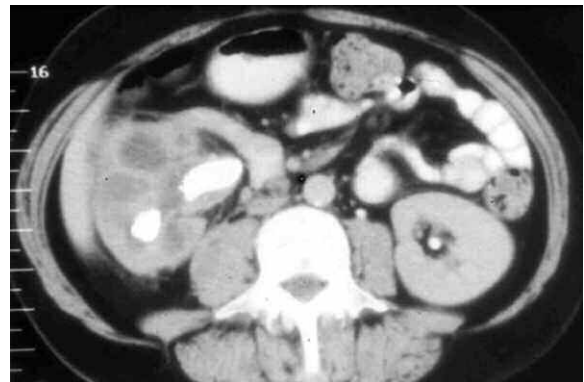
TC con contraste EV. Uro-excreción ausente en el riñón derecho.
